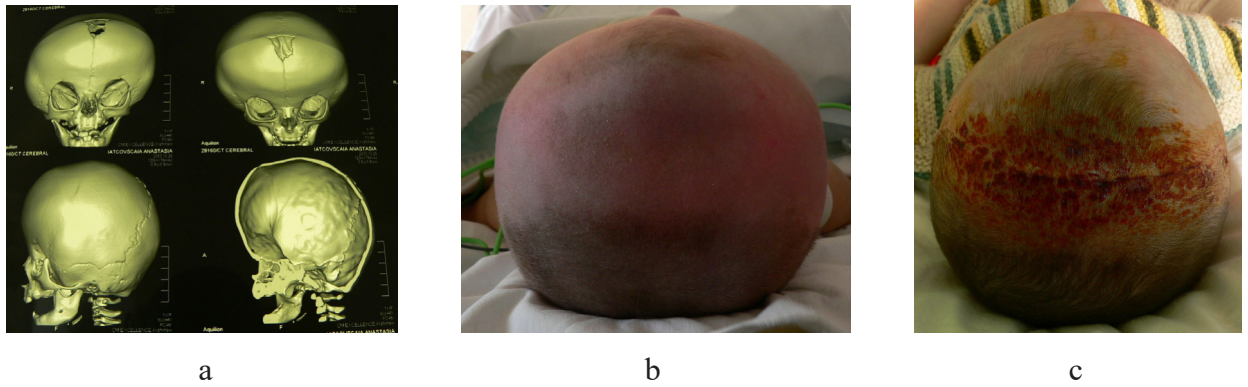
Craniostenoză multiplă: a) imagine TC; b și c) imagini ale pacientului
